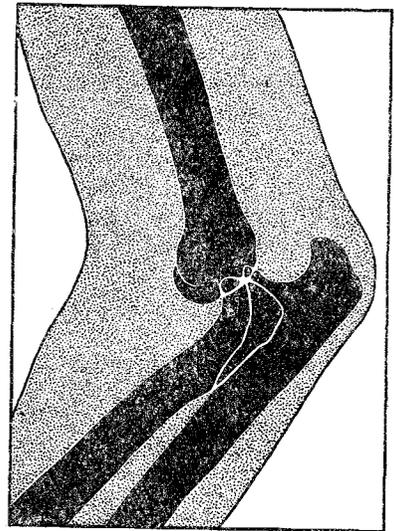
Рентгеновский снимок при вывихе локтя назад
